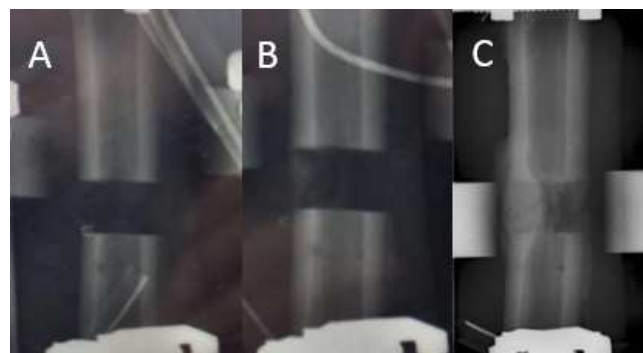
Radiografías con la evolución del callo óseo en: a) tercera semana; b) quinta semana; c) undécima semana
